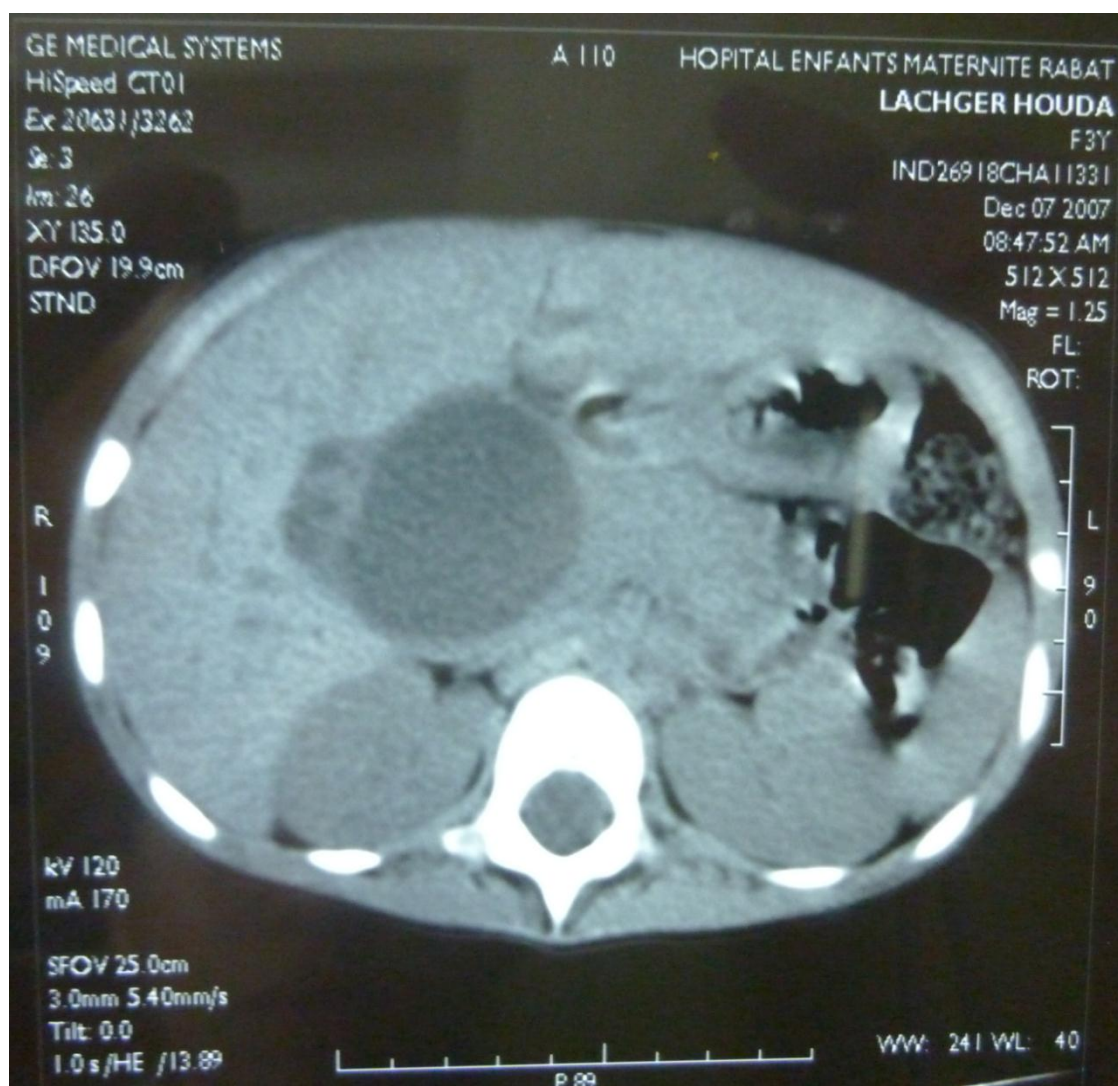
Coupe axiale TDM montrant une DKC.
